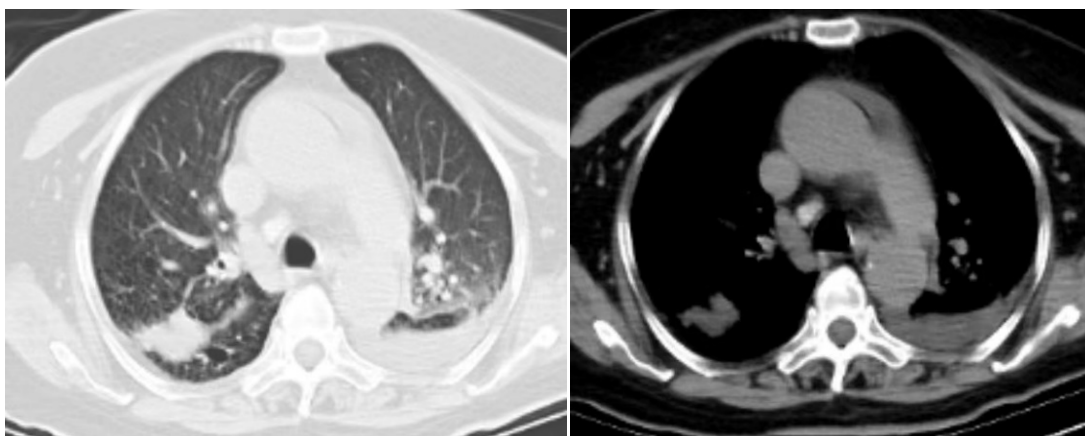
Plain chest scan CT: Patchy high-density shadows were seen in both lungs, and arc-shaped low-density shadows were seen in bilateral thorax
